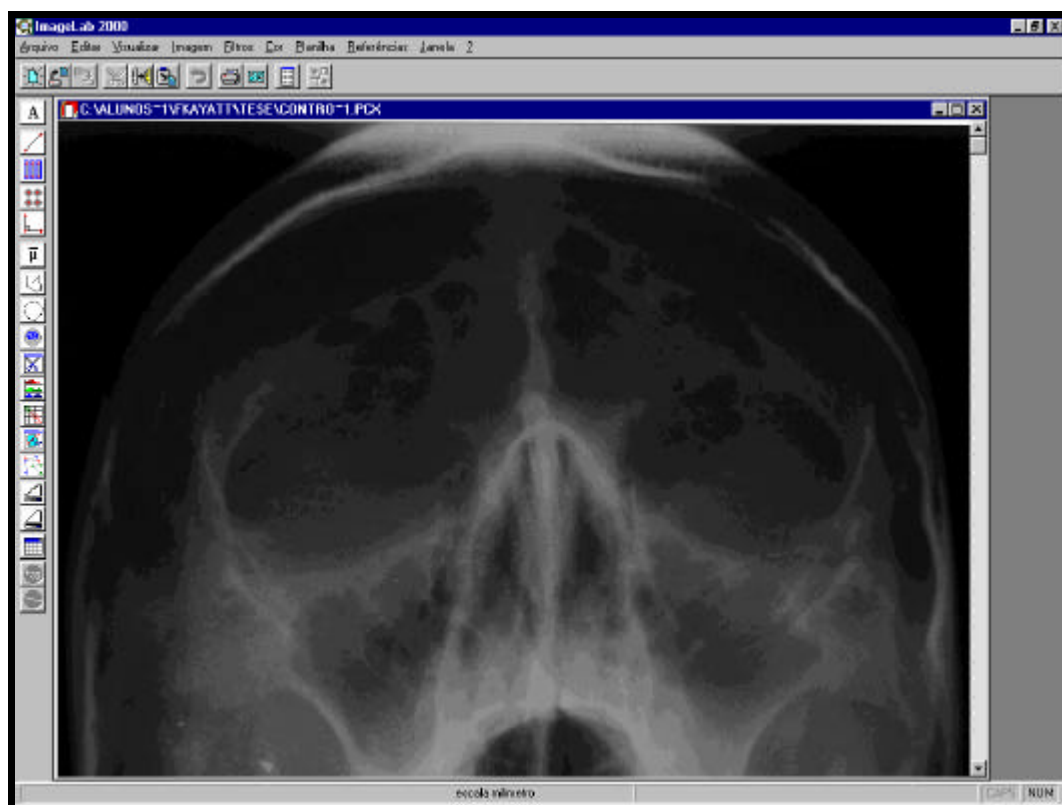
Radiografia submetida a “Realce de Bordo”.
